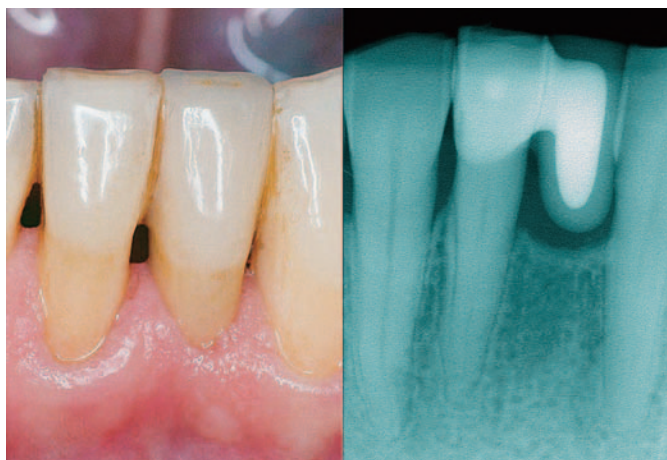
Ansicht einer in 6/1996 eingegliederten vollkeramischen Adhäsivbrücke aus Oxidkeramik (In-Ceram Alumina, Fa. Vita) zum Ersatz des Zahnes 31 mit Klebeflügel an 41 (links) und Kontrollröntgenbild in 8/2005 (rechts, Rö-Bild von ZA M. Wendling, Freiburg)
